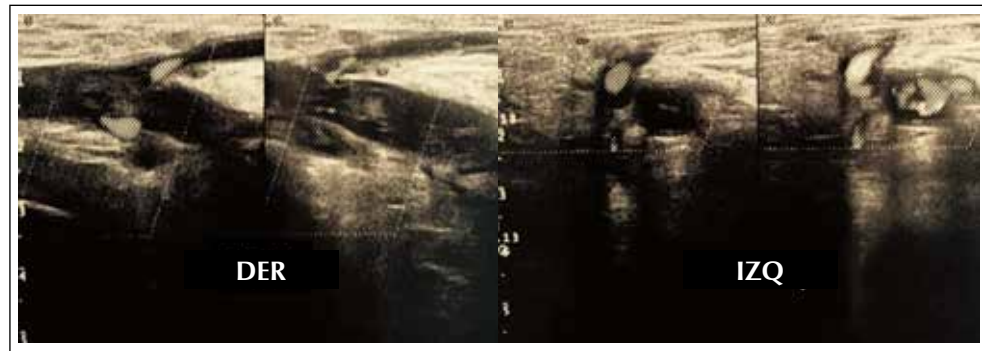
Ecografía Doppler a las dos semanas de la aparición TVP.
